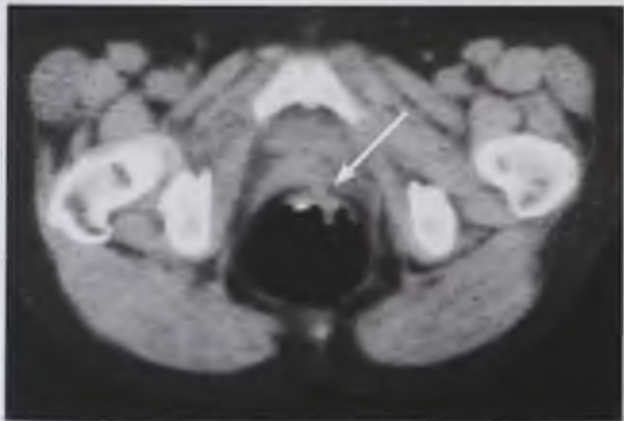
Компьютерная томограмма в аксиальной плоскости. Рак прямой кишки (стрелка)
